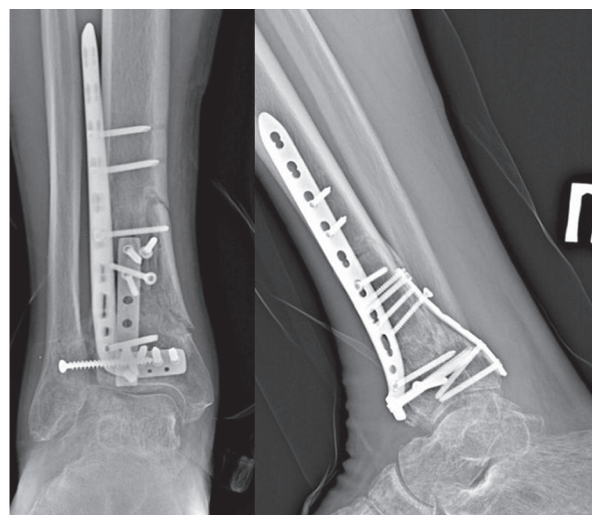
Рентгенограммы через шесть месяцев после операции
